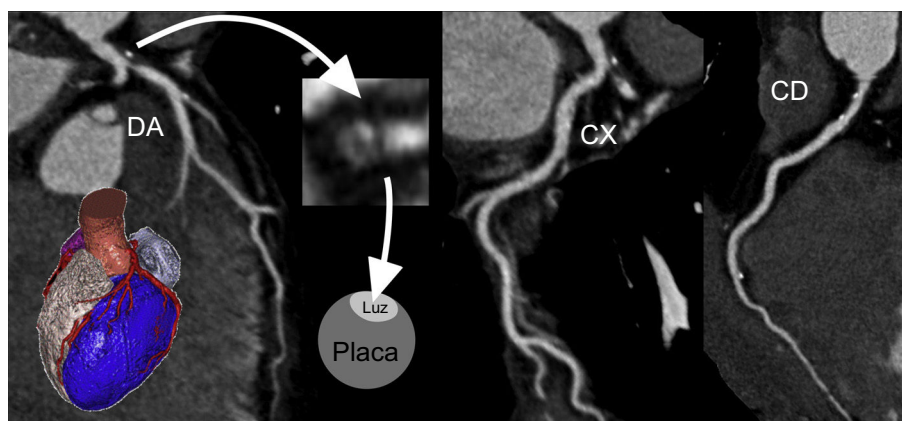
Evaluación con cardio-TC de la anatomía coronaria en paciente con dolor torácico. Existe una placa voluminosa en tronco distal que se extiende a la descendente anterior y produce una estenosis grave del ostium. La placa es obstructiva y de baja atenuación y produce remodelado del vaso, así que reúne todos los criterios de alto riesgo. Cardio-TC: tomografía computarizada cardíaca; CD: coronaria derecha; CX: circunfleja; DA: descendente anterior.
